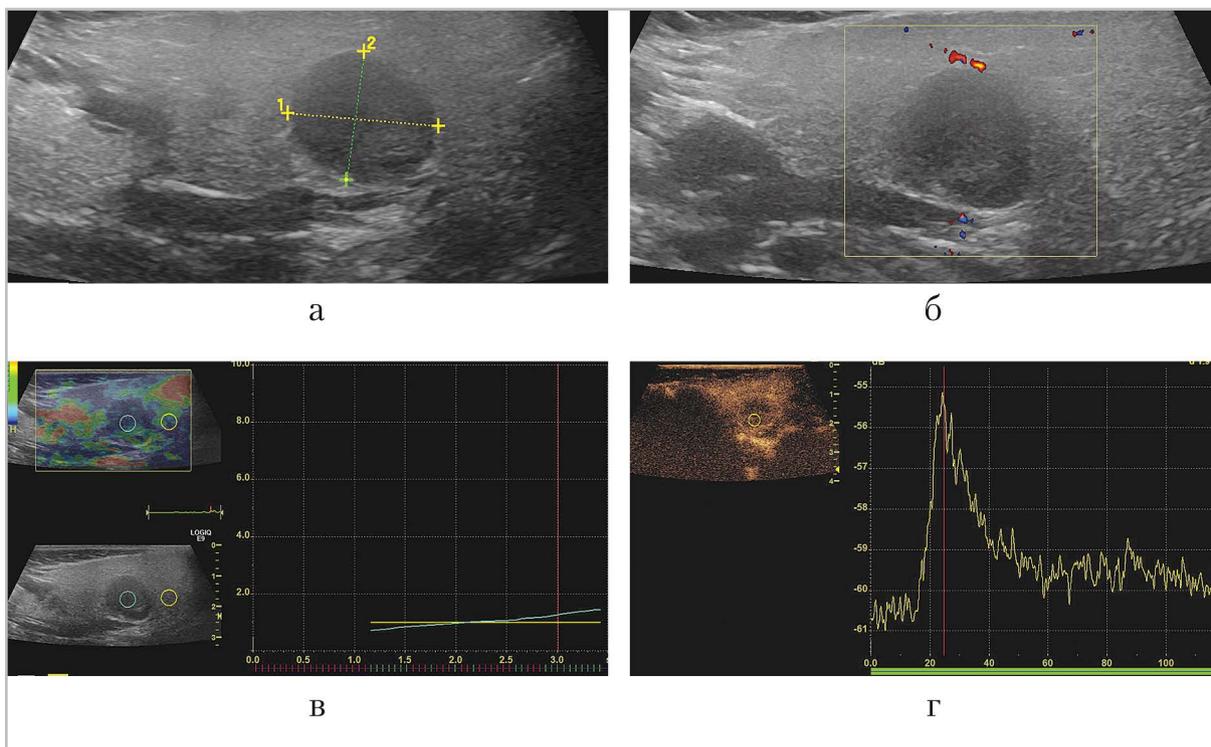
Эхограммы мягких тканей челюстно-лицевой области (предоставлены С. И. Жестовской, Е. В. Лебедевой): *а* — В-режим; *б* — цветное доплеровское картирование; *в* — компрессионная эластография; *г* — контрастно-усиленное УЗИ. Плеоморфная аденома
